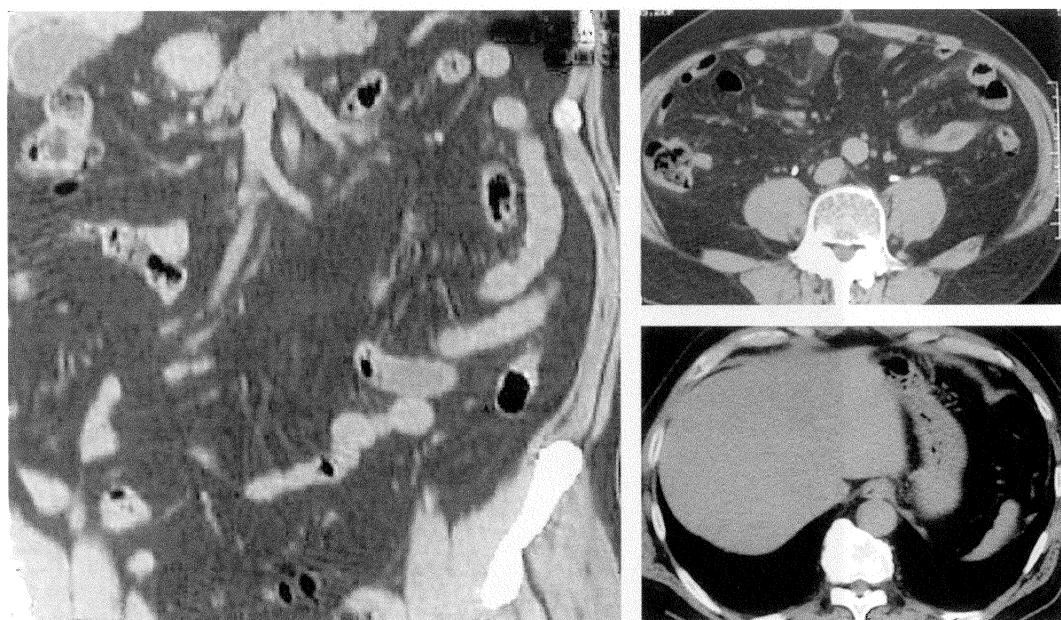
Abdominal computed tomography at 10 days later depicted disappearance of thickened ileum and small amount of ascites.
